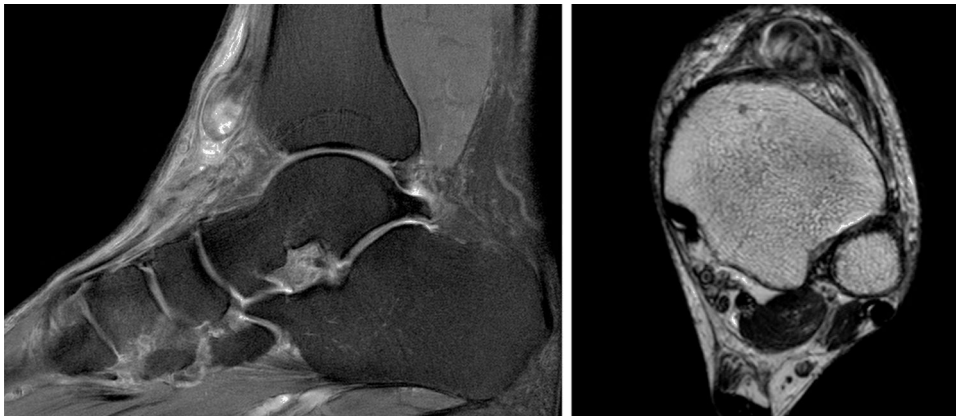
Imágenes preoperatorias de la resonancia magnética en donde se aprecia la desinserción distal del tendón tibial anterior, el muñón cicatricial y los cambios heterogéneos/degenerativos en el extremo del tendón.
